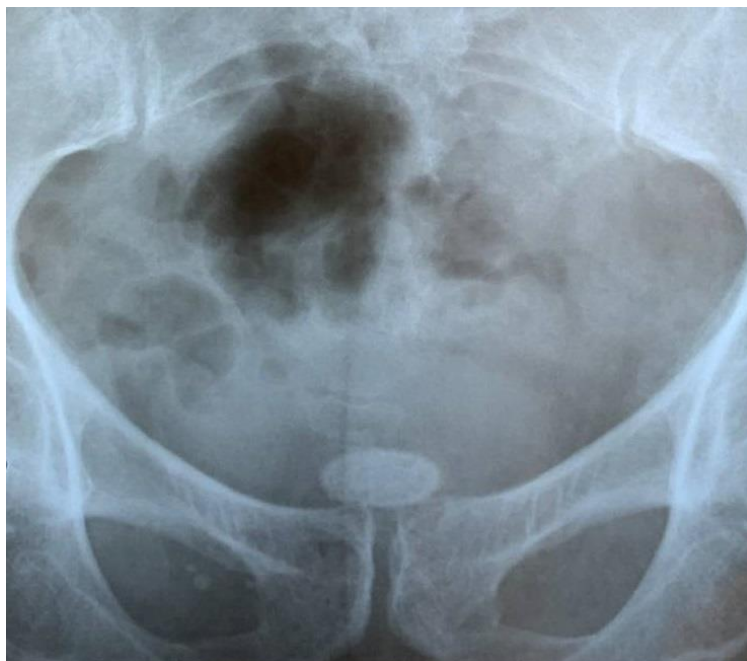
Обзорная рентгенограмма
